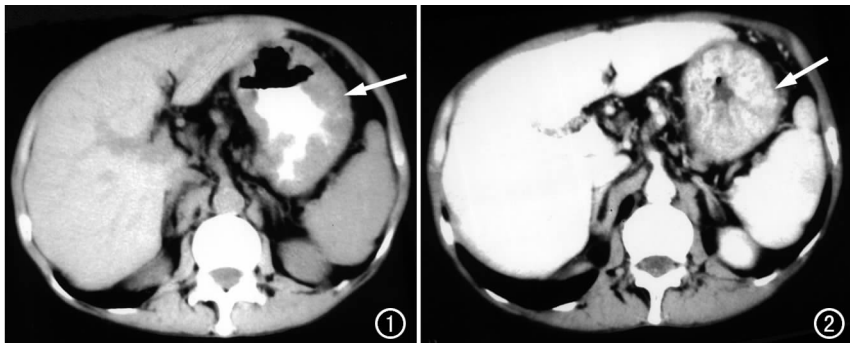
CT平扫示胃壁弥漫性、不均匀增厚,呈指样或息肉样改变,胃腔变小;胃粘膜皱襞间可见阳性对比剂显示;胃浆膜面显示良好(箭)。图2 增强扫描示胃粘膜皱襞粗大,皱襞间隙较规则,基底部胃壁厚度正常,呈脑回状均匀强化(箭),未见有明显的结节及包块。
